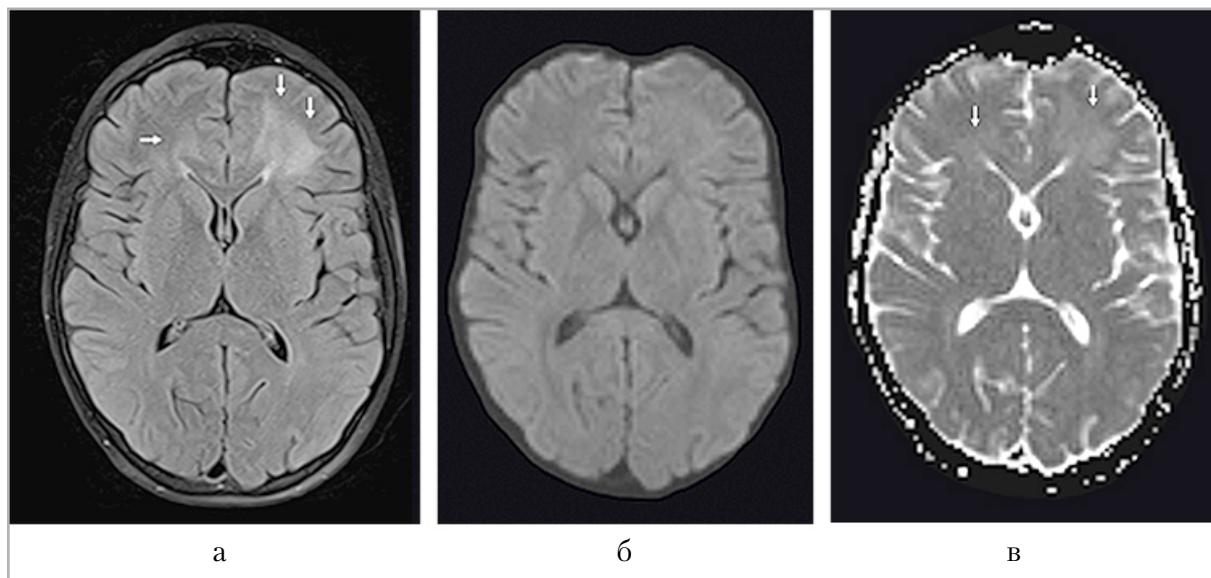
Токсическая лейкоэнцефалопатия. Пациент М., 11 лет, с диагнозом «ОЛЛ, VIII-иммуновариант», находится на специфической терапии в рамках протокола ALL-MB 2015. На этапе реиндукции II (винкристин, метотрексат, цитарабин, дексаметазон) у ребенка отмечаются жалобы на периодические головокружения, эпизод утраты сознания. На МРТ определяются зоны повышения сигнала на T2-FLAIR (*а*) в белом веществе лобных долей, больше слева (*стрелки*); поражение вовлекает как глубокое белое вещество, так и подкорковые отделы, при этом U-образные волокна остаются неповрежденными. Признаков ограничения диффузии не выявлено (*б, в*)
